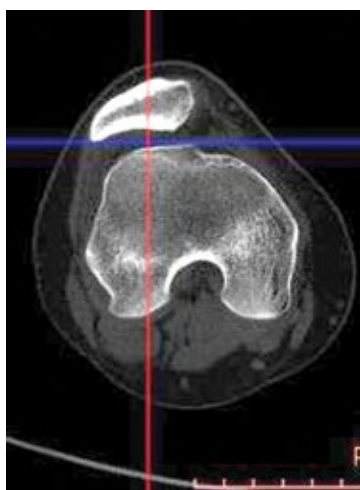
Срез компьютерной томографии коленного сустава пациентки К. в аксиальной проекции до операции.
